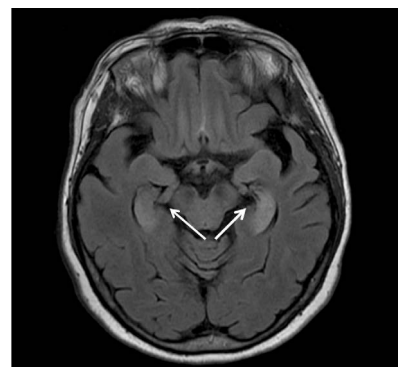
МРТ головного мозга с внутривенным контрастированием (22.07.2022). Сохраняется диффузное повышение МР-сигнала на T2 и FLAIR последовательностях в области гиппокампов с обеих сторон (МР-картина без динамики), МР-картина лимбического энцефалита – без динамики в сравнении с данными МРТ головного мозга от 13.07.2022.
